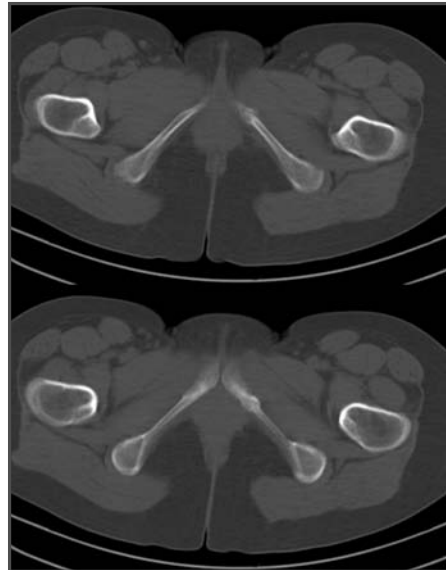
Cortes de TC en los que se observa la fractura de la rama isquiopúbica izquierda.
